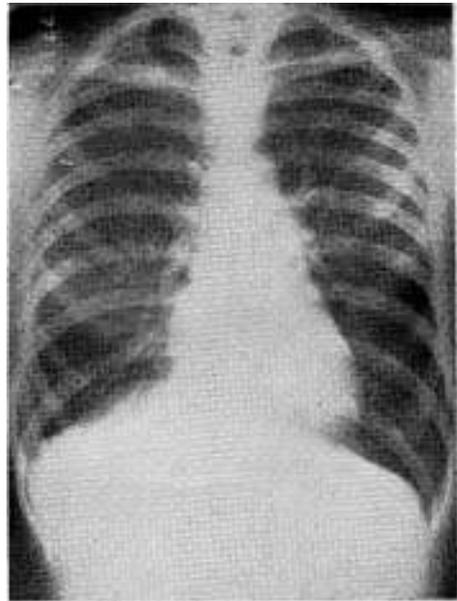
Caso II: R. G. Radiografía post - operatoria 2 meses después de la intervención.
